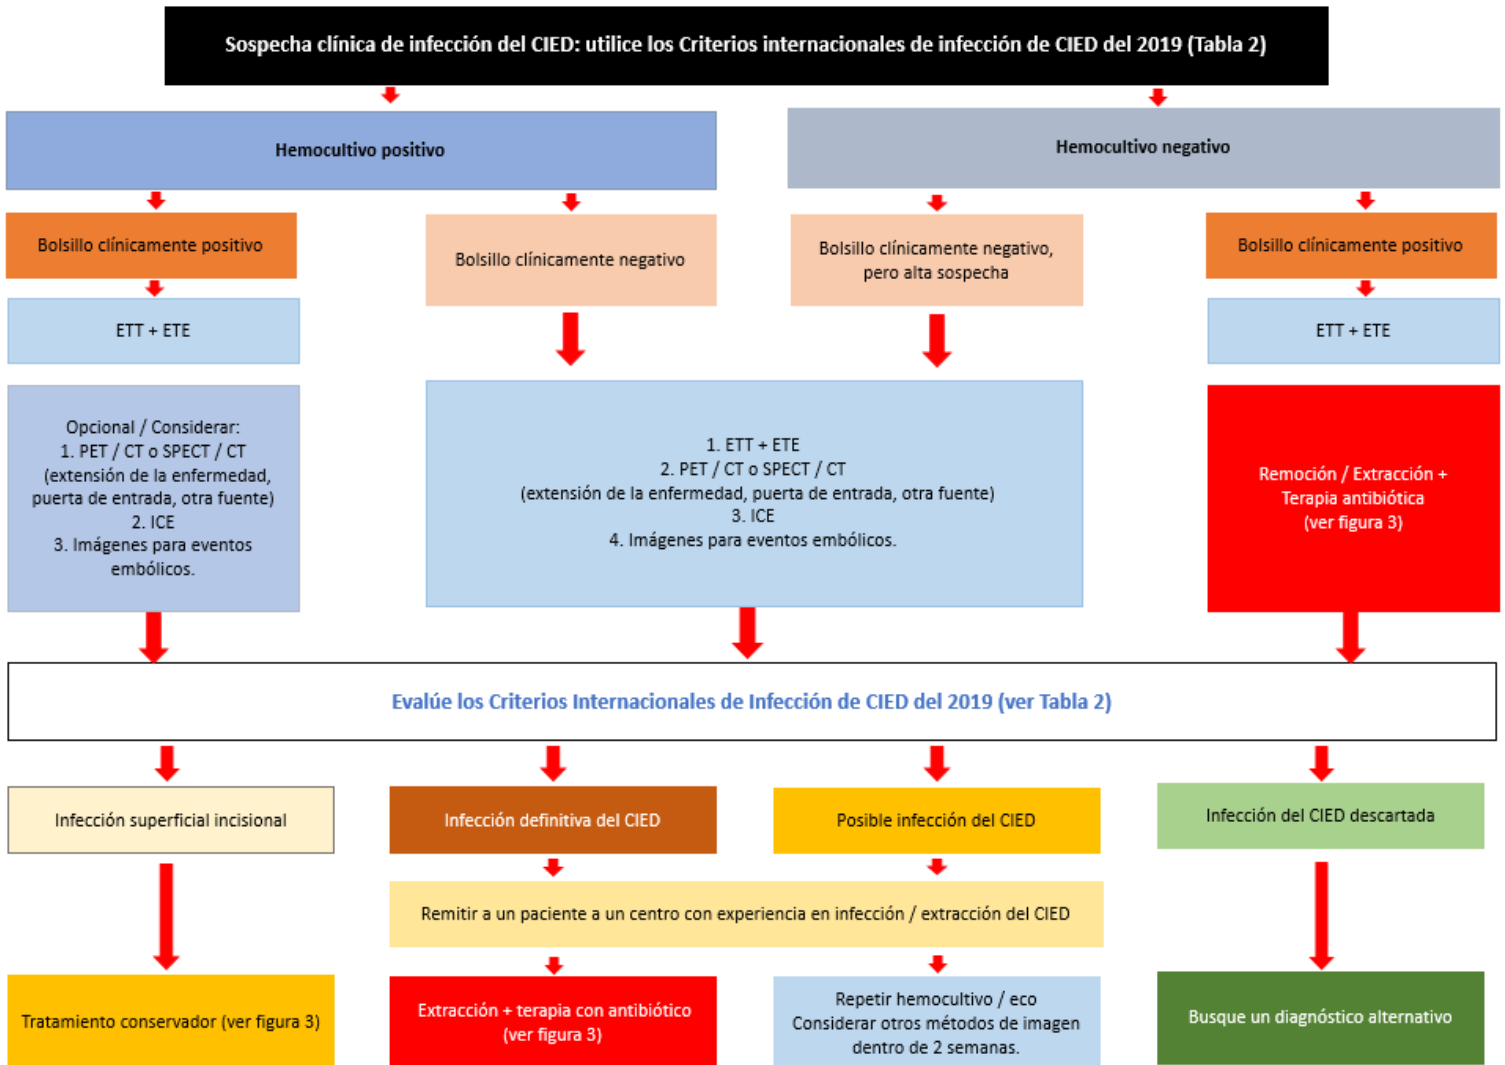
Algoritmo para el diagnóstico ante la sospecha de infecciones asociadas a dispositivos cardíacos implantables. CIED: dispositivos electrónicos cardíacos implantables, PET/CT: tomografía computarizada por emisión de positrones, ICE: ecocardiografía intracardiaca; TTE: ecocardiografía transtorácica; ETE, ecocardiografía transesofágica; SPECT/CT: tomografía por emisión de fotón único/tomografía computarizada. Adaptado y traducido de: Europace. 2019 Nov 8. pii: euz246. doi: 10.1093/europace/euz246.
